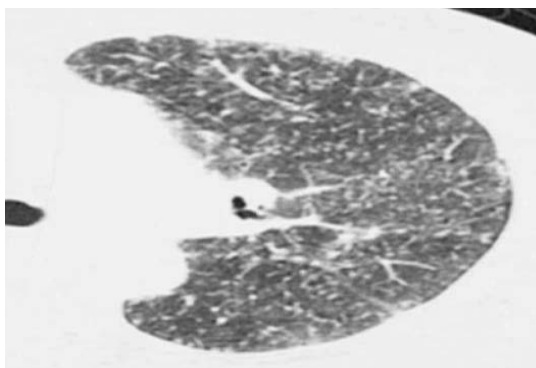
КТВР. 61-річний чоловік з інгаляційним тальковим пневмоконіозом, який працює в тальковій промисловості протягом 20 років. а КТВР показує дифузно розподілені дрібні вузлики. Вони відокремлені від легеневої вени або плеври на відстані близько 2–3 мм і відокремлені один від одного на відстані близько 2–3 мм. б КТ-сканування в середостінні 61-річного чоловіка з інгаляційним тальковим пневмоконіозом показує велике затемнення і лімфатичні вузли, які містять матеріал з високим ступенем загасання.
